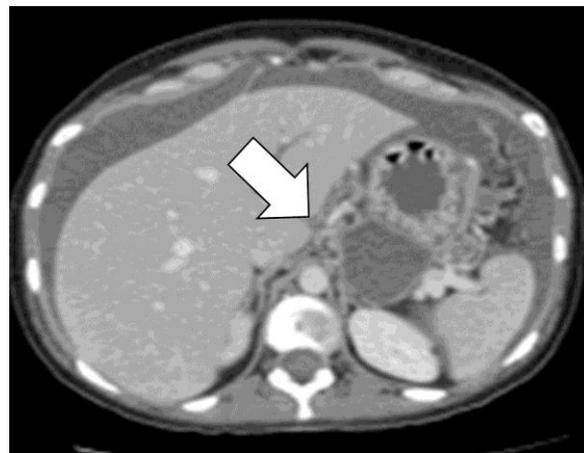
Tomografía axial computada abdominal sin contraste. La flecha indica la tumoración gástrica acompañada de engrosamiento del resto de la pared gástrica y ascitis importante.
